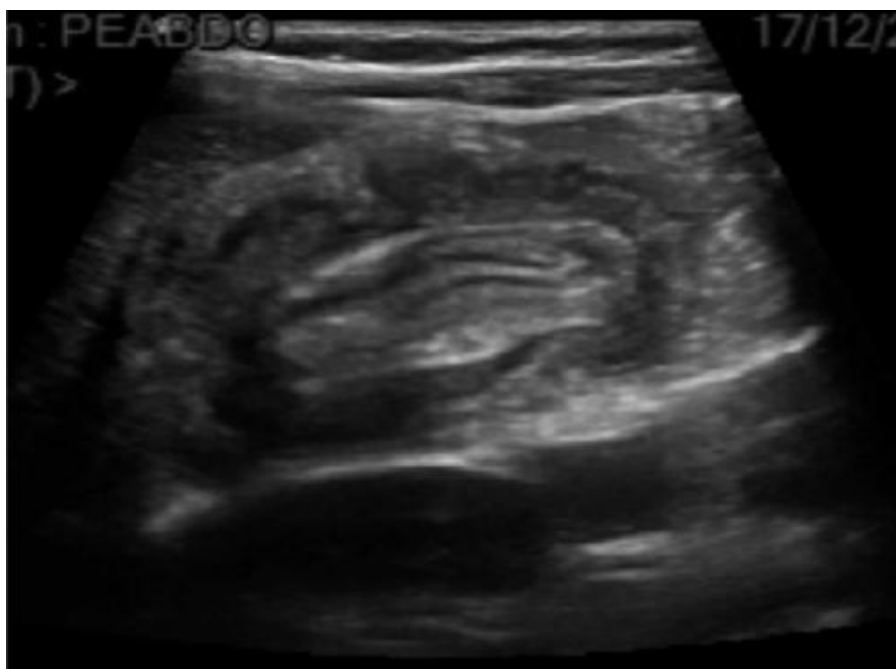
Échographie abdominale préopératoire : coupe longitudinale : image en « sandwich »[19]
